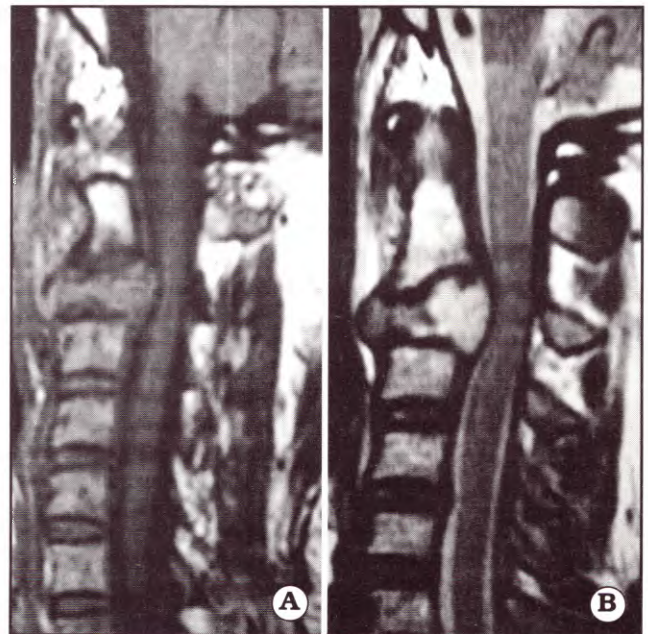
IRM sagital, ponderada en T1 sin contraste (A) y T2 (B) donde se observa una lesión expansiva que compromete el cuerpo de C3 con invasión al canal espinal.
